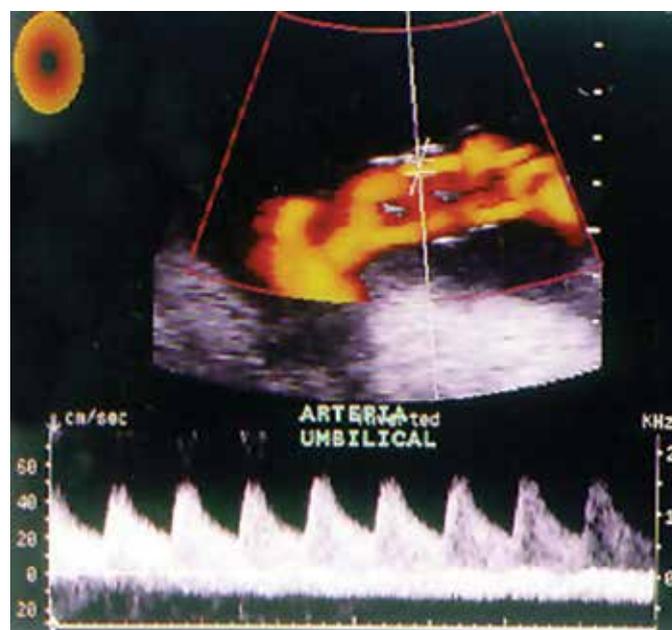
Doppler de amplitude da artéria umbilical
